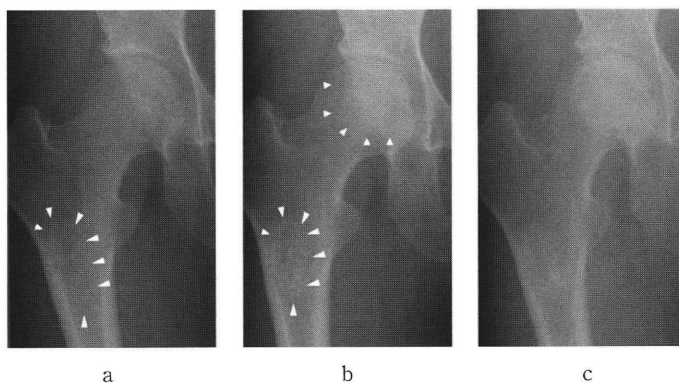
右股単純X線正面像 (a | b | c)
